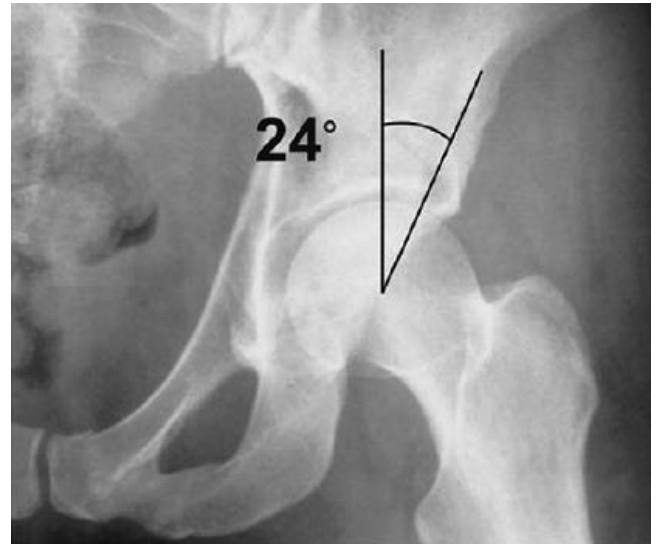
L'arc de toit restant congruent à la tête fémorale ou « roof arc angle » [8,9,10,11]. La mesure de l'angle est faite sur une radiographie de face en $\frac{3}{4}$ obturateur ou $\frac{3}{4}$ alaïre.
